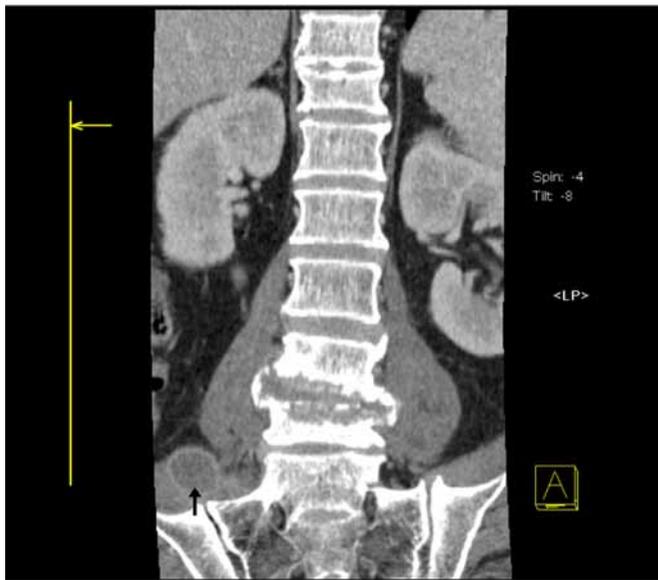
Tomografía computarizada con contraste de columna lumbosacra corte coronal donde se evidencia absceso de psoas derecho.
